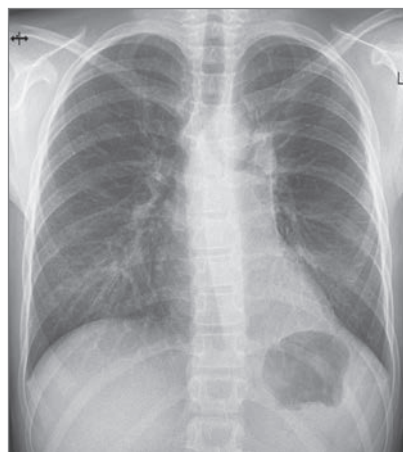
Рентгенографія грудної клітки після оперативного втручання
